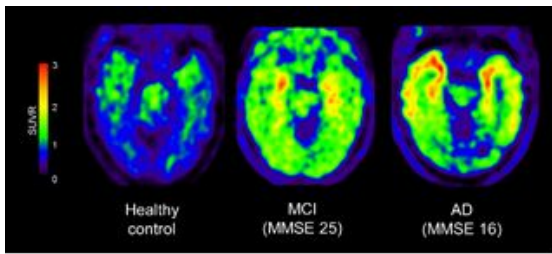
左より健常者・MCI・AD における [18F]THK-5351 PET 画像
